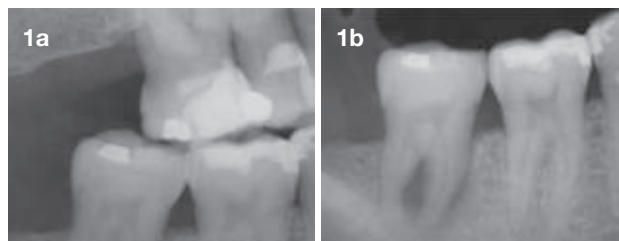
Radiographie interproximale horizontale.
